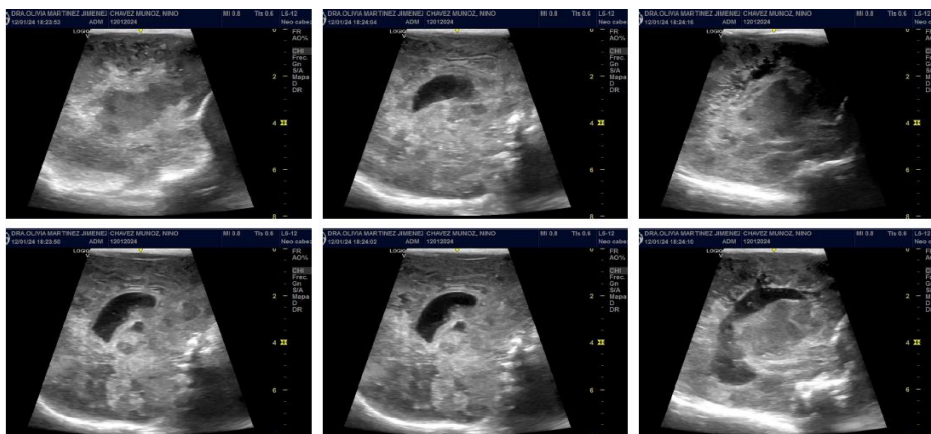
USG transfontanelar: Extensas áreas de leucomalacia periventricular bilateral (lesión de la sustancia blanca con afectación de las zonas periventriculares). Aumento asimétrico en la amplitud del sistema ventricular, dentro del cual se identifican múltiples septos.
